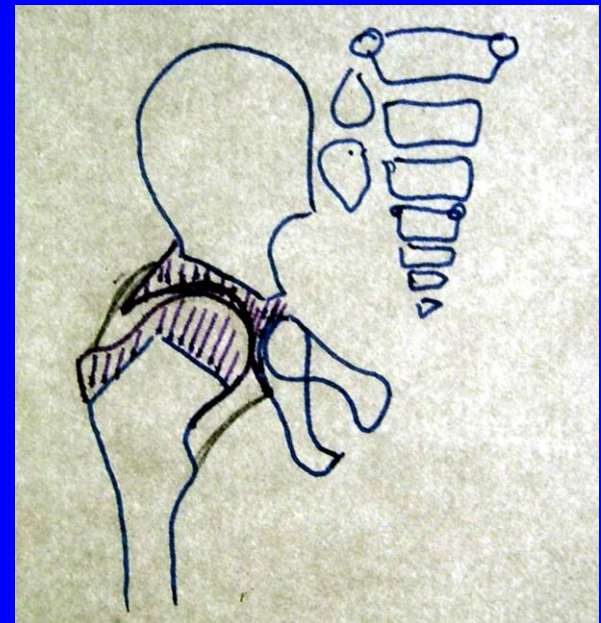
Coupe anatomique frontale de la hanche d'un nouveau-né et son « image » échographique.
